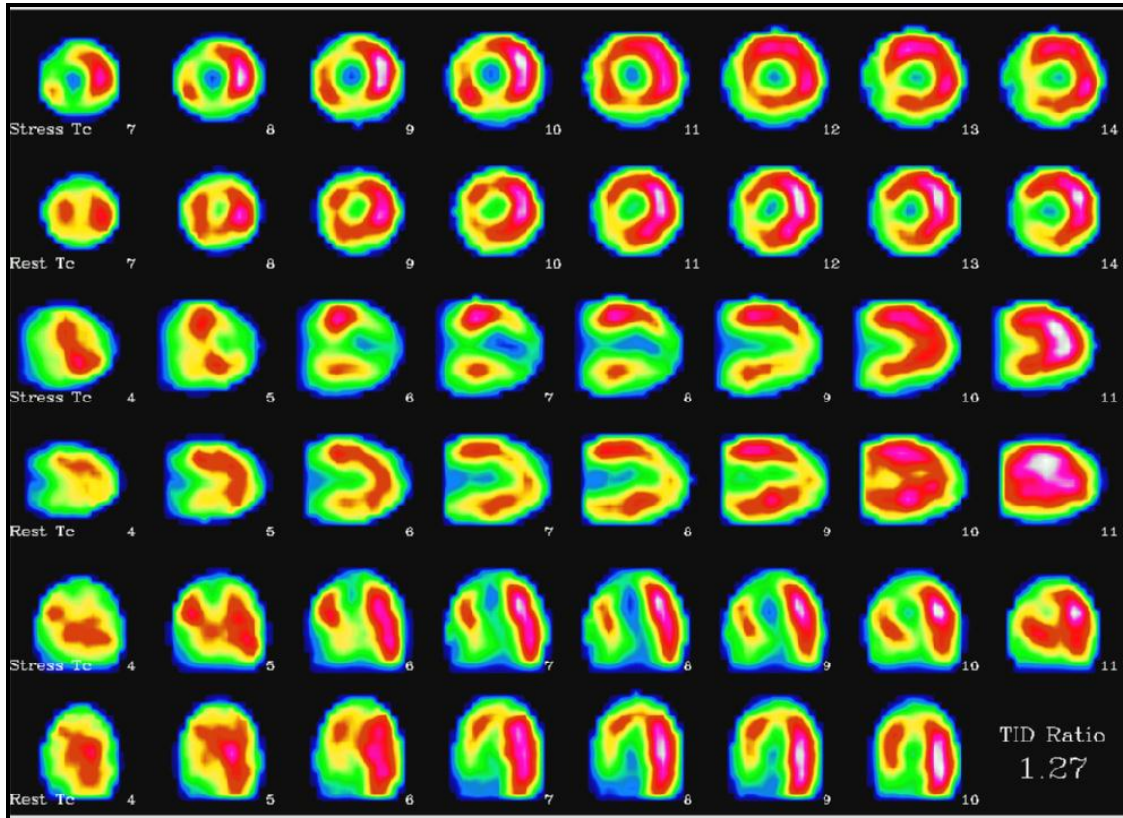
SPECT sincronizada de perfusión miocárdica con ^{99m}Tc -MIBI. Cortes de eje corto, eje largo vertical y eje largo horizontal. Paciente N_o-30.
